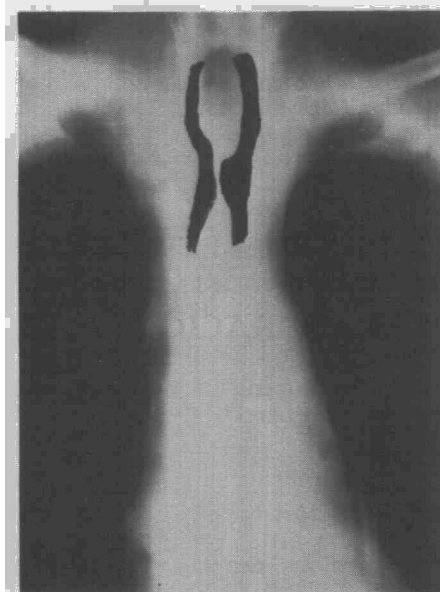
Véase cómo en la tomografía era manifiesta la estenosis del 1/3 superior de la tráquea.
